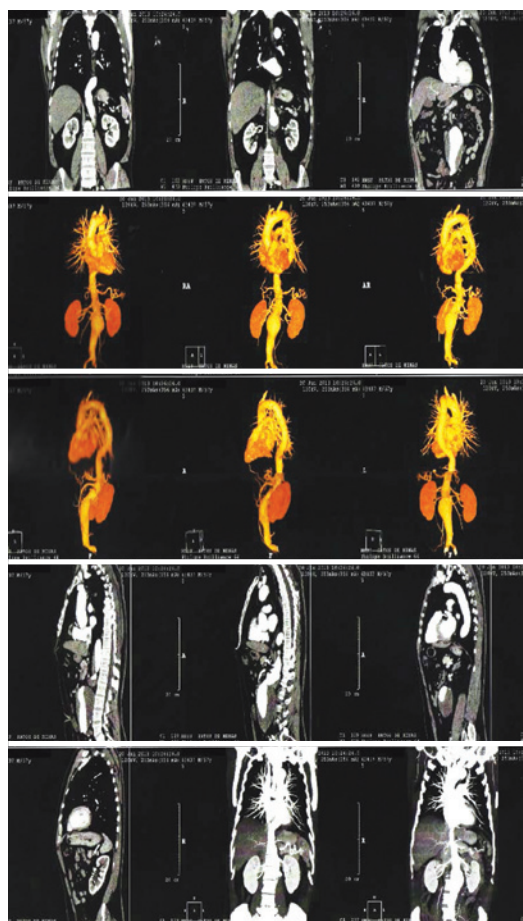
Angiotomografia com contraste revelando o aneurisma da aorta infrarenal.
